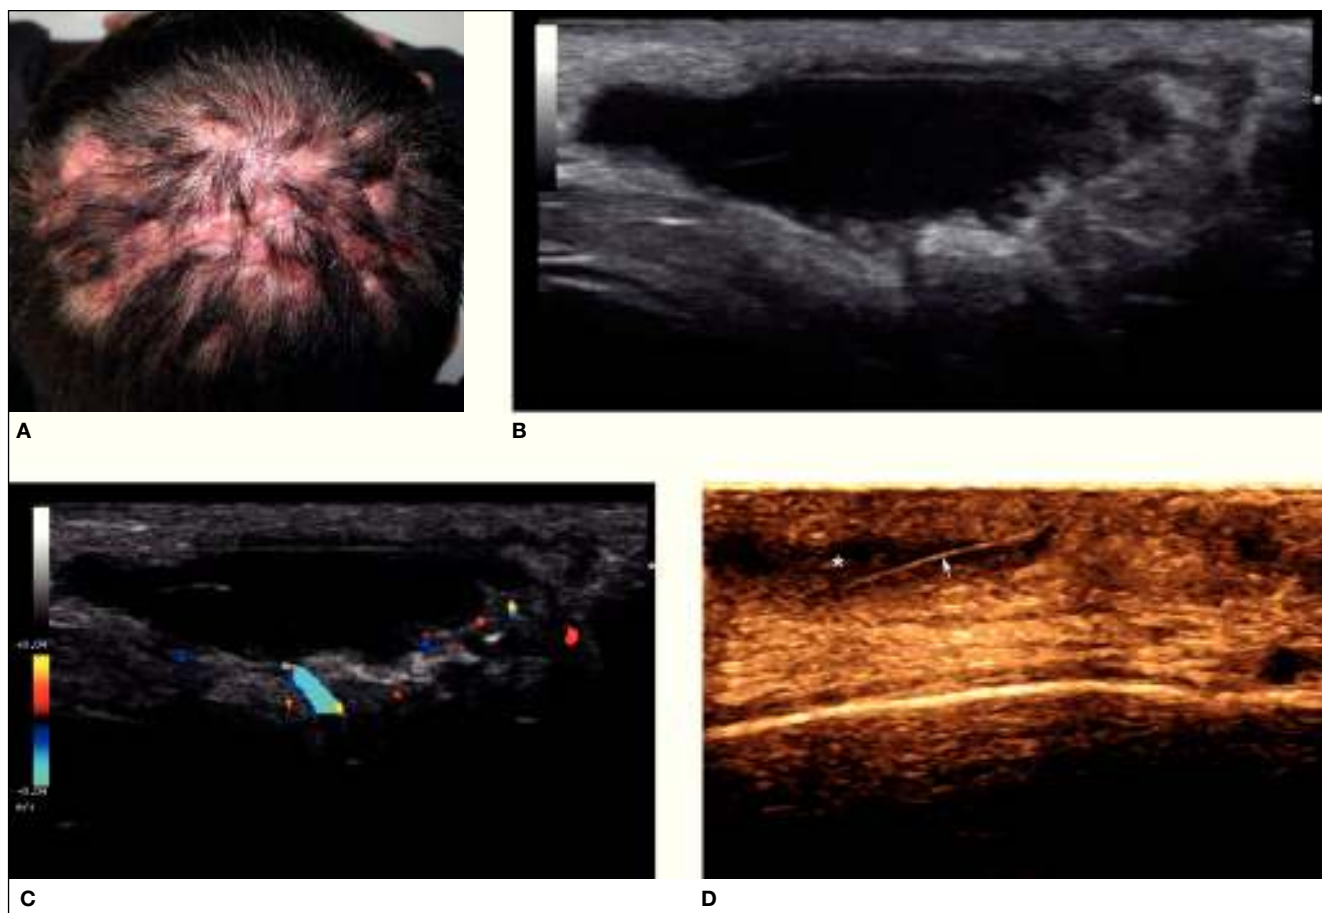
Perifoliculitis capitis abscedens et suffodiens* (PAES). A) Foto clínica. Presencia de áreas de cicatrización intercaladas con pústulas inflamatorias y con zonas de pelo en penacho. B) Colección líquida ovalada anecogénica dérmica y subcutánea subyacente a las lesiones cutáneas. C) Ecografía Doppler color que demuestra un aumento de vascularización en la periferia de la colección líquida secundario a inflamación. D) Ecografía en escala de grises con filtro de color que demuestra colección anecogénica (*) dérmica y subcutánea con tracto piloso (flecha) en su interior en otro paciente con PAES.
